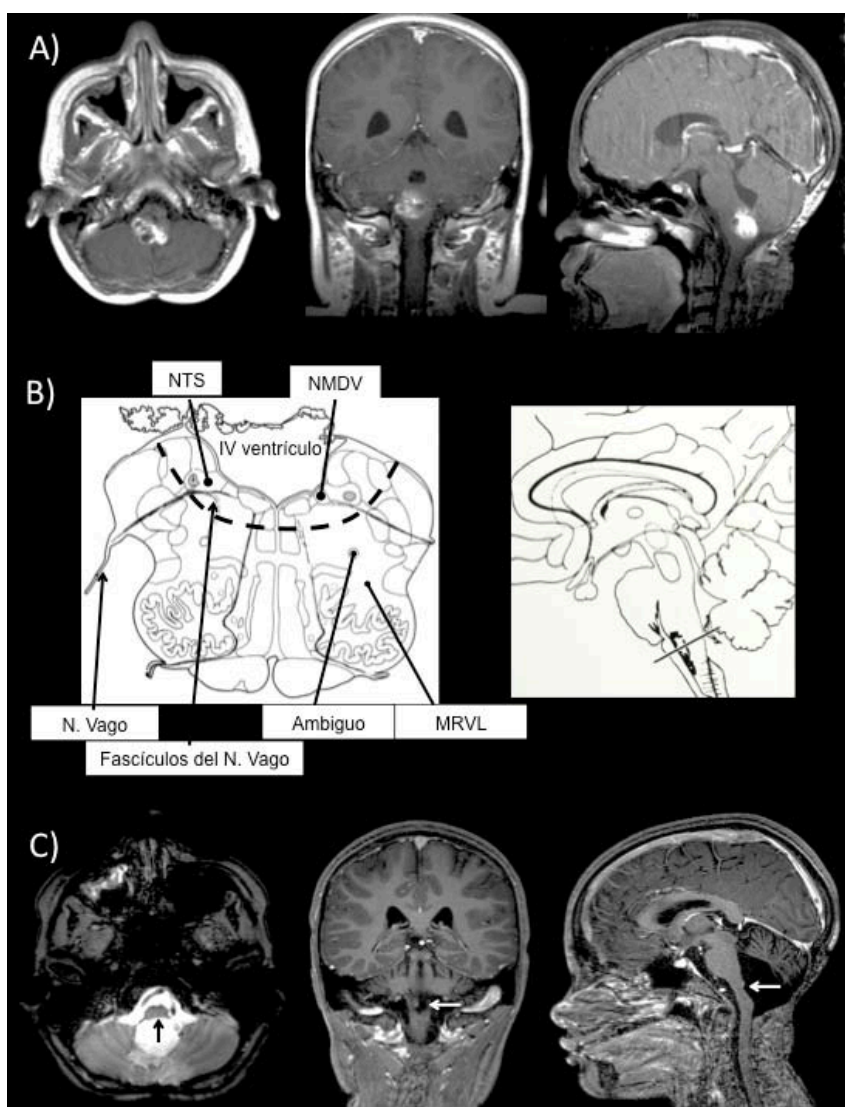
Figura obtenida y modificada de Martin-Gallego et al.²⁵⁹ Estudio de imagen del paciente nº9. A) RMN previa a la 3ª intervención donde se observa el ependimoma anáplásico comprimiendo e infiltrando la cara dorsal del bulbo raquídeo. B) Ilustración de atlas anatómico donde se muestra un corte axial del bulbo raquídeo. Se señalan los núcleos autonómicos (flechas) y el área afectada por el tumor (línea discontinua). C) RMN postoperatoria del momento en el que se realiza el estudio autonómico. Se señala con una flecha blanca el área quirúrgica con la resección total de la lesión donde se visualiza una impronta bulbar generada por la cirugía.
